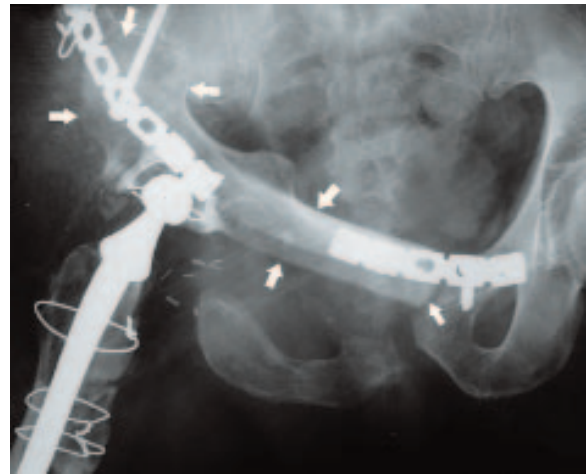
Radiographie du bassin de face après un montage de type Puget : visualisation de la tête fémorale homolatérale (flèche) basculée et fixée entre l'aile iliaque et la symphyse pubienne permettant la mise en place d'une prothèse de la hanche.
